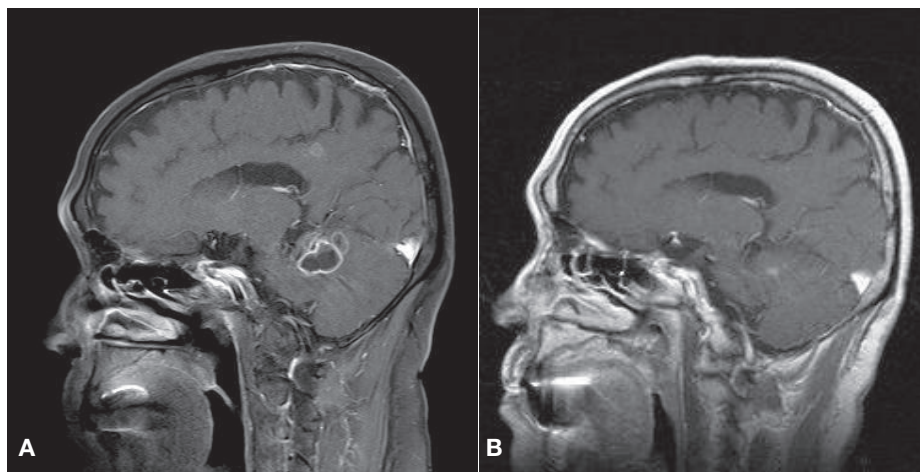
Brain MRI shows. (A) Ill-defined mass lesion with multiple rim enhancements in the right cerebellar hemisphere and both parietal lobes, (B) Lesion improved on the 90 days after start of treatment.
